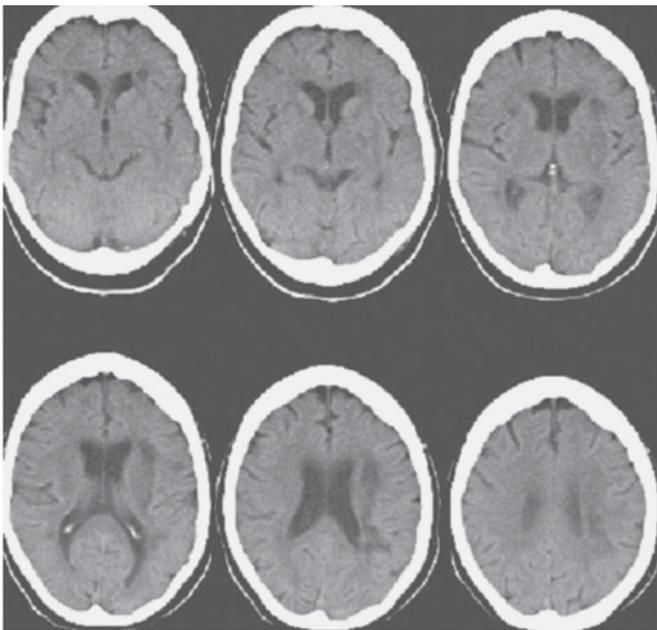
Tomografía computarizada de un paciente con infarto hemodinámico.
